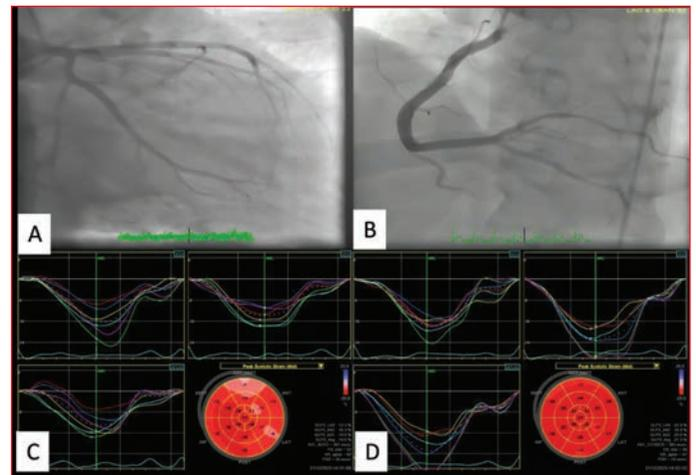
(A) Right anterior oblique caudal view of left coronary arteries. (B) Left anterior oblique cranial view of the right coronary artery. (C) First day 2d-strain echocardiography images. (D) 1. Month 2d-strain echocardiography images.
